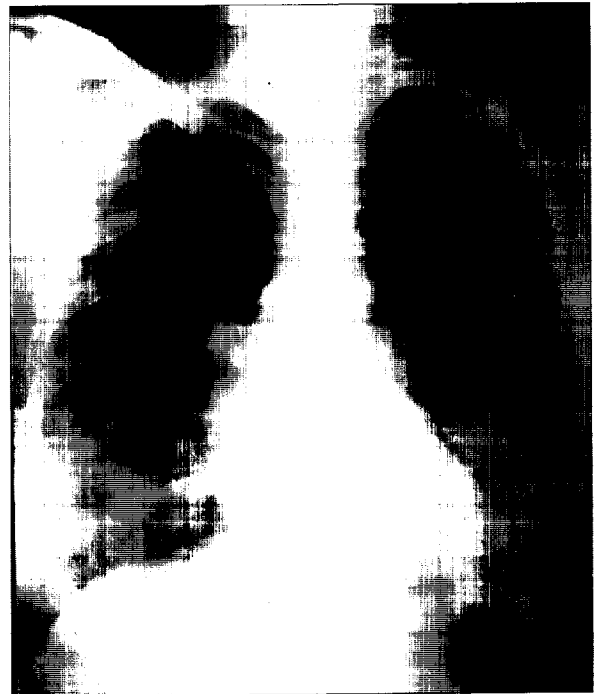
Radiografía simple de tórax de nuestra paciente, tomada en 1988, mostrando imágenes infiltrativas y nodulares múltiples de ambos hemitórax a predominio basal. No se realizó diagnóstico etiológico en ese momento.
